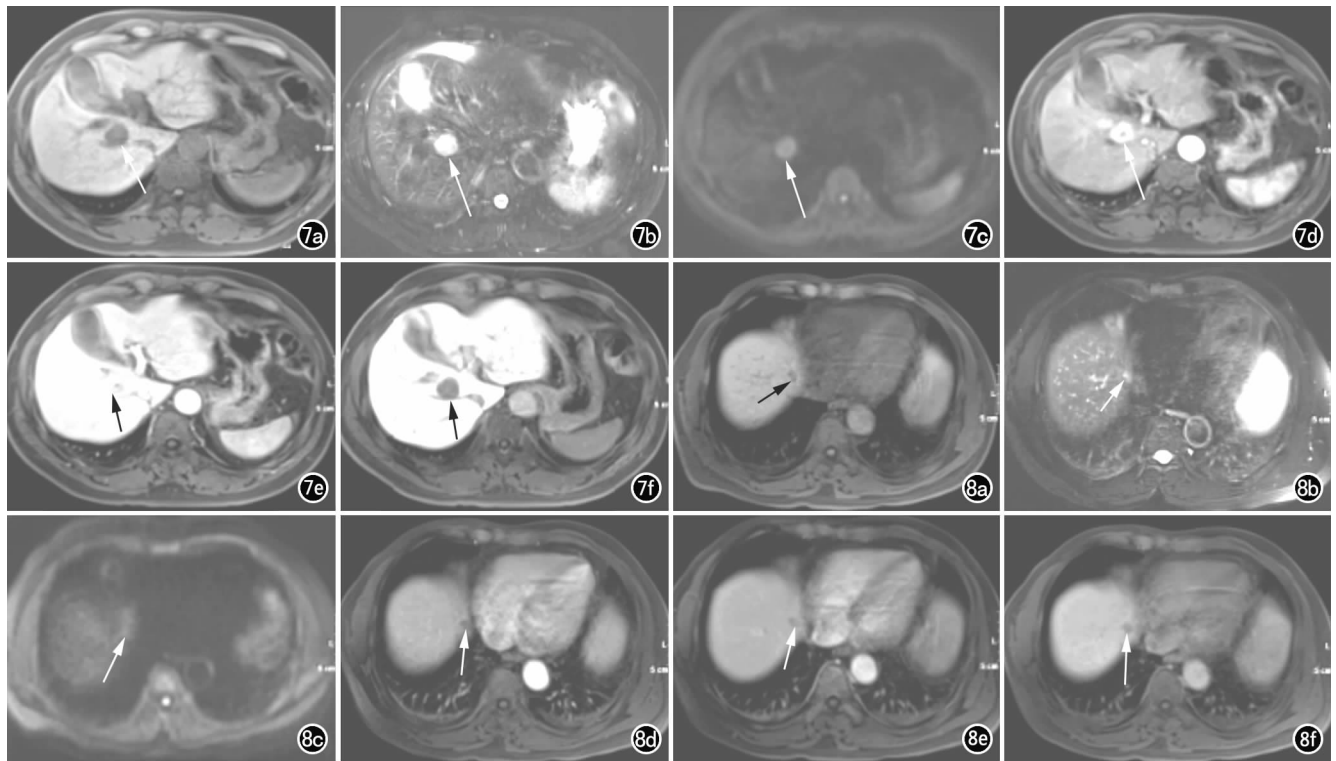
男, 57 岁, 肝右前叶 sPCCC。a) T_1 WI 示肝右前叶一类圆形异常信号灶(箭), 直径约 2cm, 呈低信号, 边界清; b) T_2 WI 示病灶呈高信号(箭); c) DWI 示病灶呈高信号(箭); d) 增强扫描动脉期示病灶呈中度不均匀强化(箭); e) 门脉期示病灶呈相对低信号(箭); f) 肝胆特异期示病灶呈明显低信号, 边界清(箭)。图 8 男, 54 岁, 转移性结肠腺癌。a) T_1 WI 示肝左叶膈顶一结节状异常信号灶(箭), 直径约 1cm, 呈低信号, 边界欠清; b) T_2 WI 示病灶呈稍高信号(箭); c) DWI 示病灶呈稍高信号(箭); d) 增强扫描动脉期示病灶呈环形中度异常强化(箭); e) 门脉期示病灶呈相对低信号(箭); f) 肝胆特异期示病灶呈相对低信号, 边界清(箭)。
